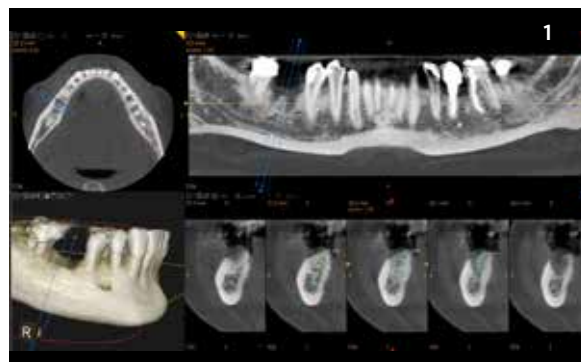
Valutazione dell'altezza e spessore osseo residuo in zona #46 tramite cone beam computed tomography (CS 9300®, Carestream). Tale valutazione è preliminare alla pianificazione dell'inserimento dell'impianto nel software di chirurgia guidata. Nel caso specifico, si nota immediatamente come la guarigione dopo l'estrazione non sia ancora completa; tuttavia, il volume osseo residuo è compatibile con l'inserimento di un impianto wide-diameter. Si pensa alla possibilità di una rigenerazione ossea minore intorno all'impianto, con granuli di biomateriale di sintesi.
